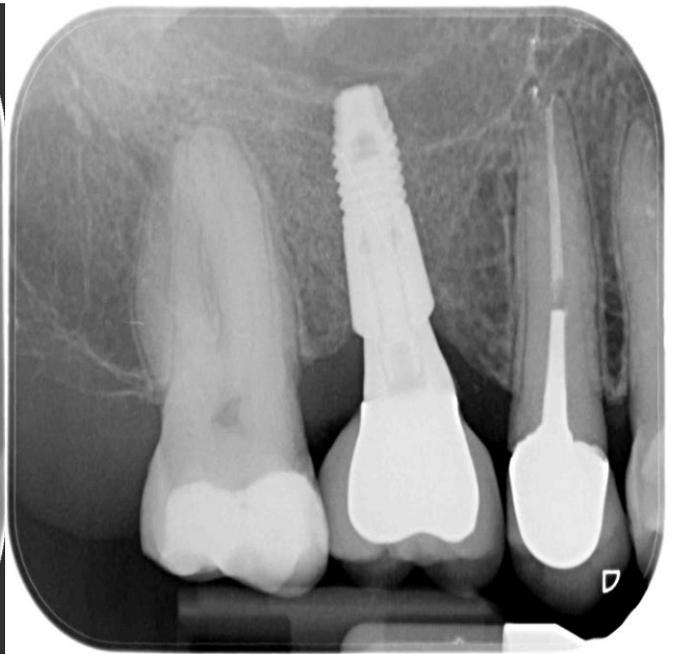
Radiographie rétro-alvéolaire après cicatrisation
